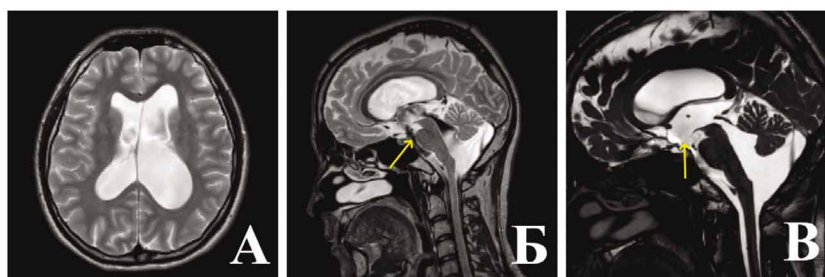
МРТ головного мозга пациента А. через 1 год после операции. А — аксиальная томограмма в режиме T2: размеры боковых желудочков остались прежними, САП-К четко прослеживаются. Б — сагиттальная томограмма в режиме T2 демонстрирует артефакт от пульсации ликвора по вентрикулоцистерностоме и в цистернах основания ЗЧЯ вдоль ствола мозга (указано стрелкой), что свидетельствует о ее функционировании. В — сагиттальная томограмма в режиме FIESTA (CISS) показывает дефект в ПММ и нормальное ее положение. Figure 4. MRI of the patient A. 1 year after surgery. А — axial T2: sizes of the lateral ventricles are not change, convexital subarachnoid spaces normal. Б — sagittal T2: “flow void” throw the ventriculostoma and along the brainstem (arrowed). В — sagittal scan FIESTA (CISS): premamillary membrane defect and normal position.
